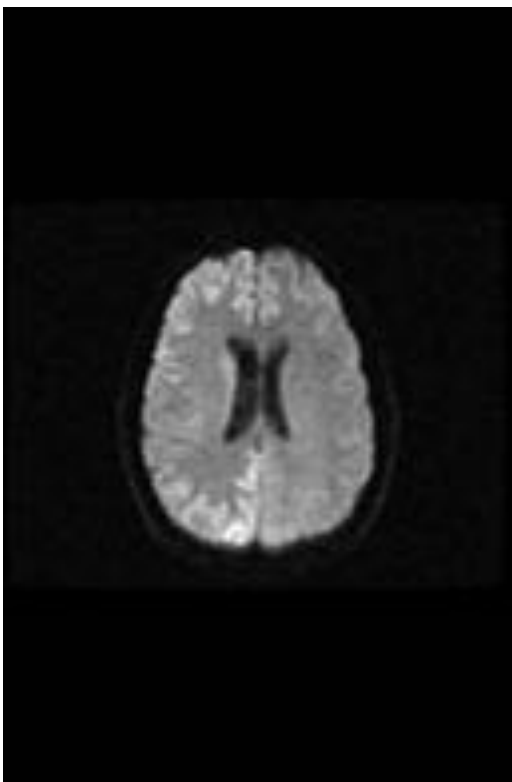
Imagen coronal potenciada en FLAIR del mismo paciente de la Fig. 6, que muestra alteración de la intensidad de señal de la cortical cerebral de la región occipital derecha.
